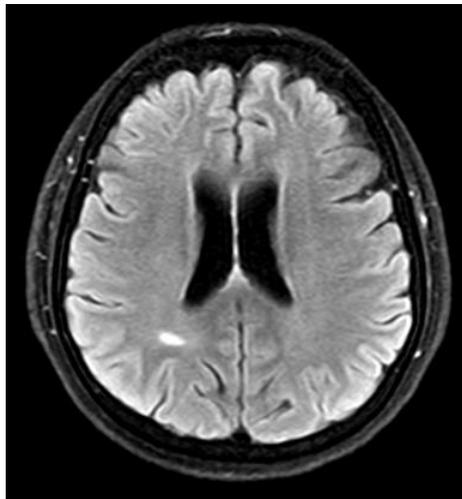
Lesión subcortical derecha de mayor tamaño en la Resonancia de Cerebro en la secuencia FLAIR. En la Resonancia de Médula Cervical se observa mielitis longitudinalmente extensa.
